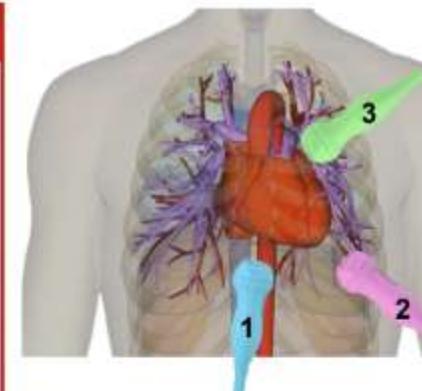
modello sperimentale delle posizioni della sonda US sul torace del paziente per eseguire l'ecocardiografia focalizzata (FE) basata su C.U.O.Re. Protocollo:
